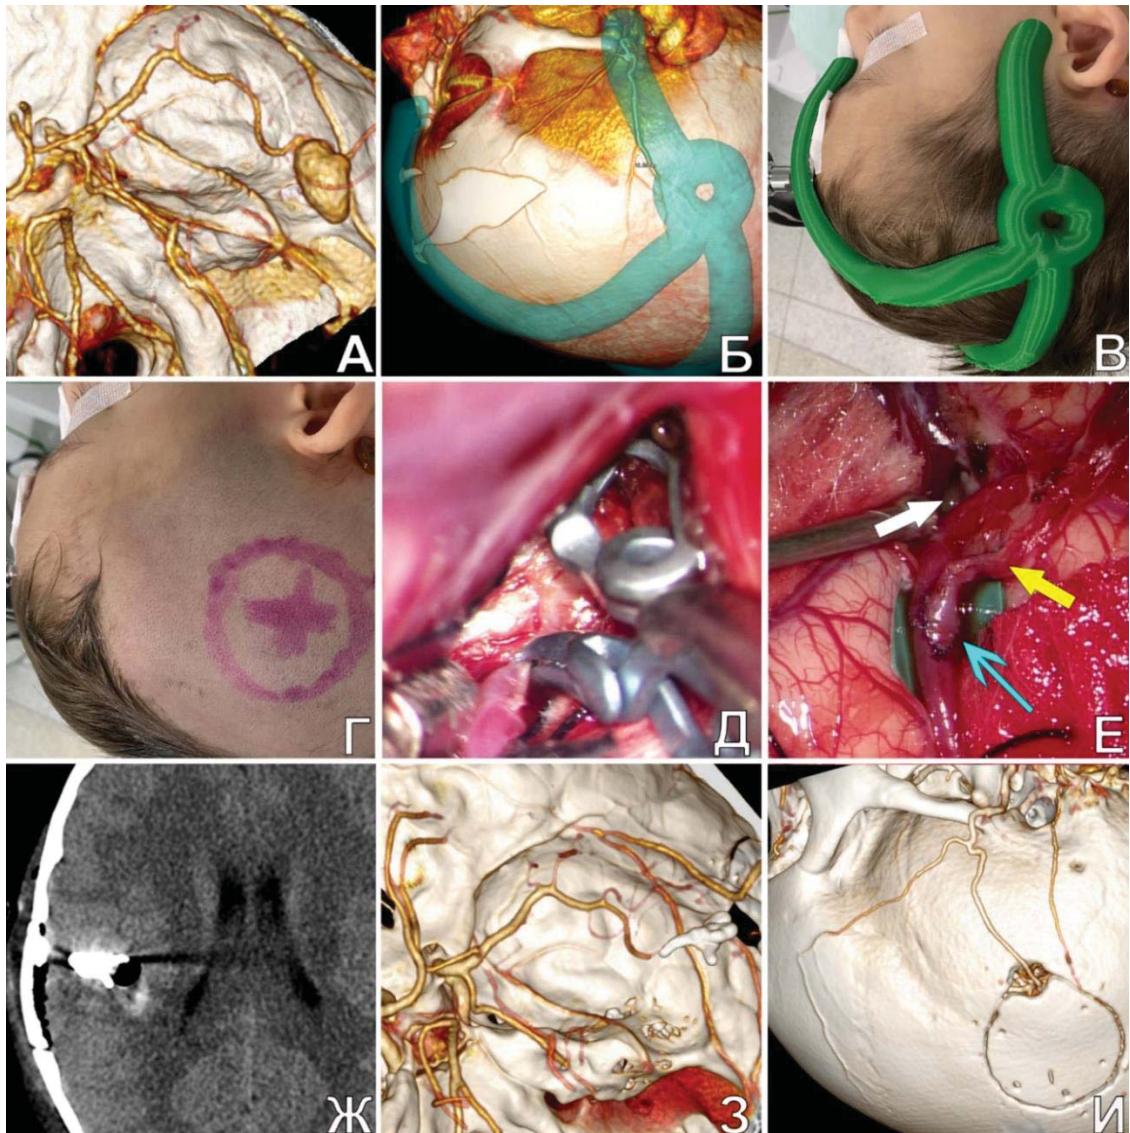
Треппинг ФА М3-сегмента СМА после ЭИКМА у пациента Т., 6 л. А. КТА до операции: видная ФА М3-сегмента правой СМА; Б. КТА (3D) скальпа с моделированием краниметрической линейки до операции; В. краниметрическая линейка на голове пациента; Г. разметка краниотомии и точки препаровки СЩ на основании краниметрической линейки; Д. после препаровки СЩ осуществлен треппинг аневризмы; Е. создан ЭИКМА с М4-ветвью СМА, которая является продолжением на кору М3-ветви, выходящей из аневризмы. Голубой стрелкой указан анастомоз, желтой – ПВА (артерия-донор), белой – ветвь СМА, идущая в СЩ из аневризмы; Ж. КТ головы п/о: отсутствие ишемических нарушений; З. КТА (3D) п/о: аневризма не контрастируется; И. КТА (3D) скальпа п/о: видна теменная ветвь ПВА, идущая к анастомозу в интракраниальное пространство
